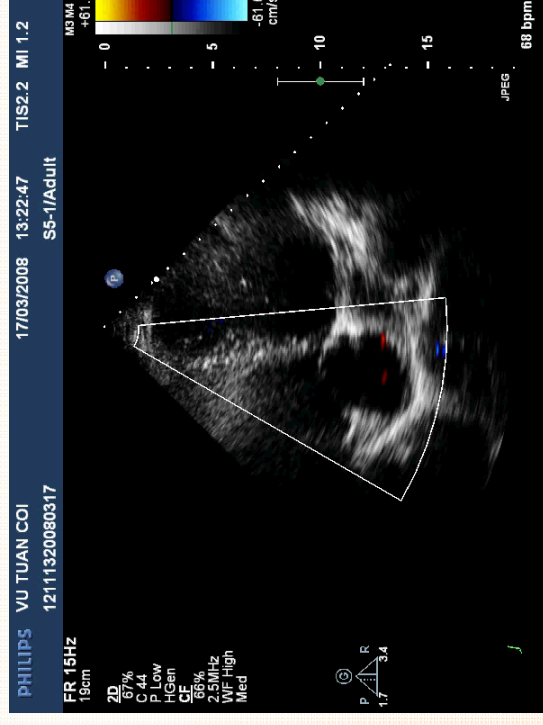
Hình ảnh Doppler van ba lá
